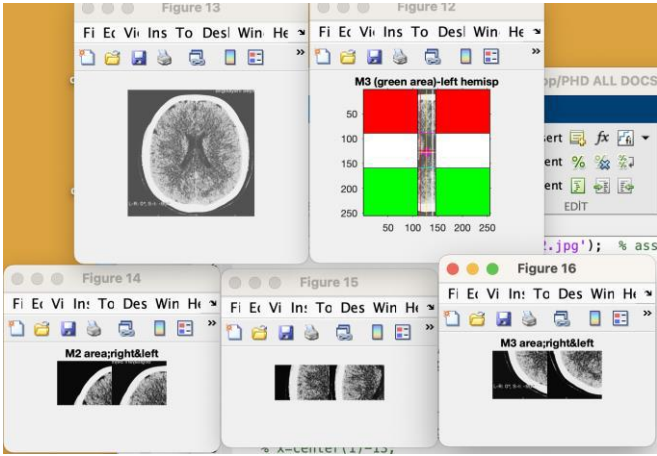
After image processing, from stroke scoring process, results for lateral ventricle CT image
